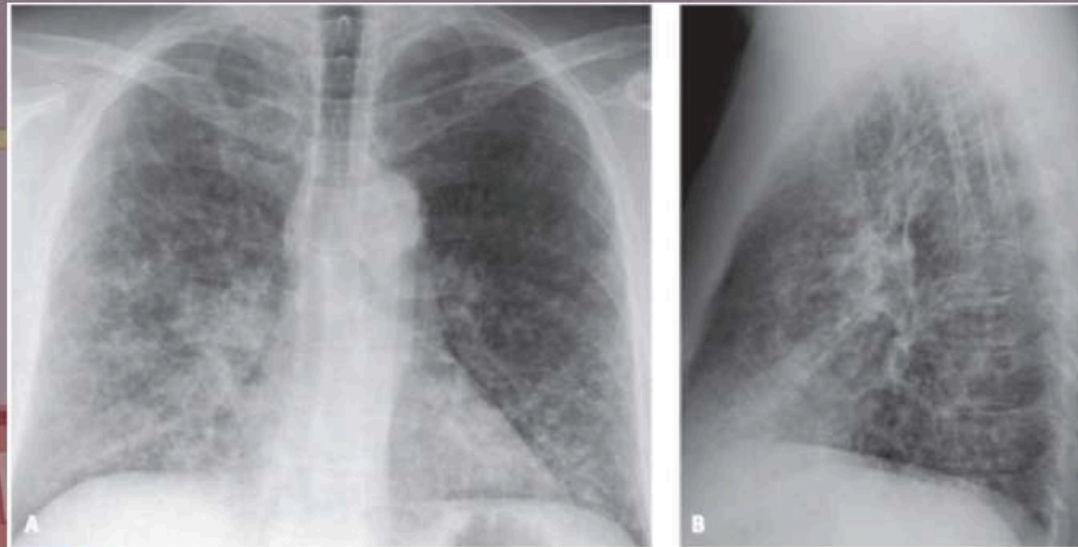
Sarcoidosis pulmonar. La radiografía PA y localizada de hemitórax derecho muestra densidades reticulonodulares bilaterales extensas, junto a adenopatías hiliares simétricas.
